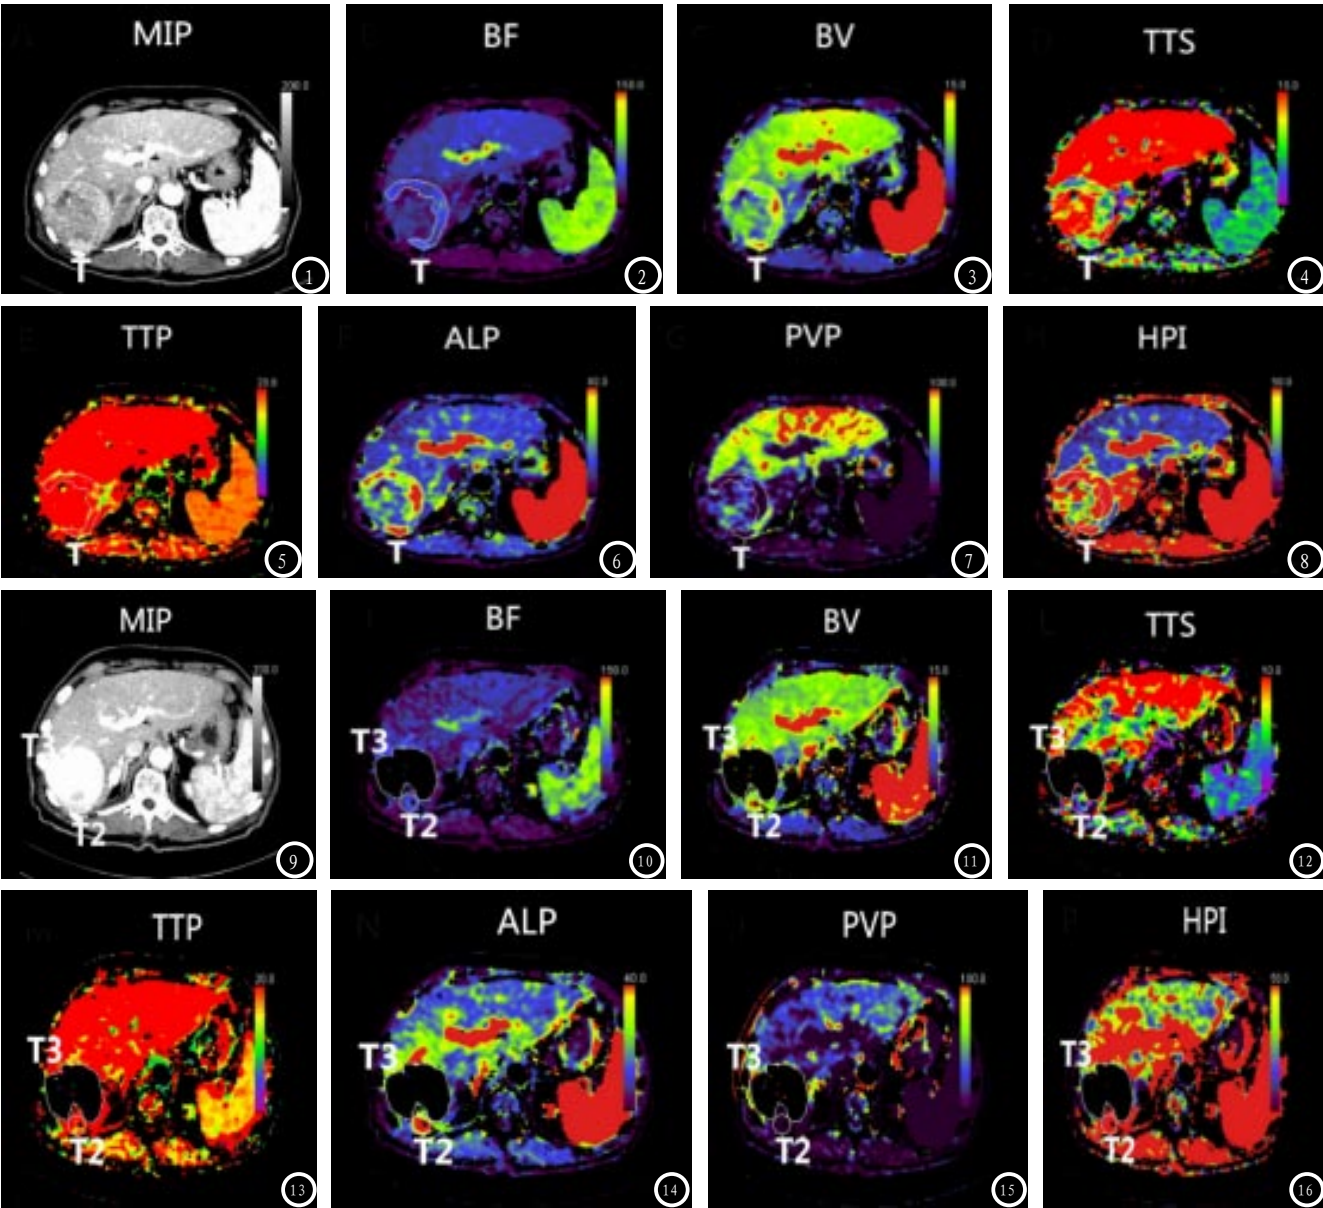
男, 76岁HCC患者; (图1及图9)为轴位的MIP图; (图2-8)为HCC TACE术前CT灌注图, 肝右后叶类圆形肿块影、边界清楚, 在MIP图上呈不均匀高密度, 在BF、BV、ALP、HPI图上相对于正常肝实质呈高灌注, 在TTS、PVP上呈低灌注, 在TTP图上呈不均匀低灌注; (图10-16)为同一病人TACE术后的CT灌注图, T3区内低灌注代表术后碘油沉积区, T2的灌注类似于术前HCC灌注特点, 代表术后残余病灶。
